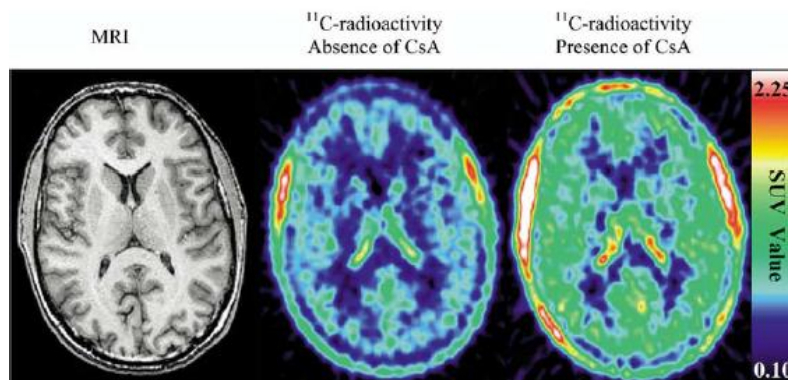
PET-Aufnahmen eines gesunden menschlichen Gehirns nach [^{11}C]Verapamil-Gabe in Abwesenheit bzw. Anwesenheit von CsA zeigen eine erhöhte lokale Aufnahme (grüne zu roten Gebieten) von ^{11}C -Radioaktivität bei Anwesenheit von CsA. Die Aufnahmen sind als SUV-Werte (Standard Uptake Value) über eine Zeit von 5 bis 25 Minuten summiert. [35]
